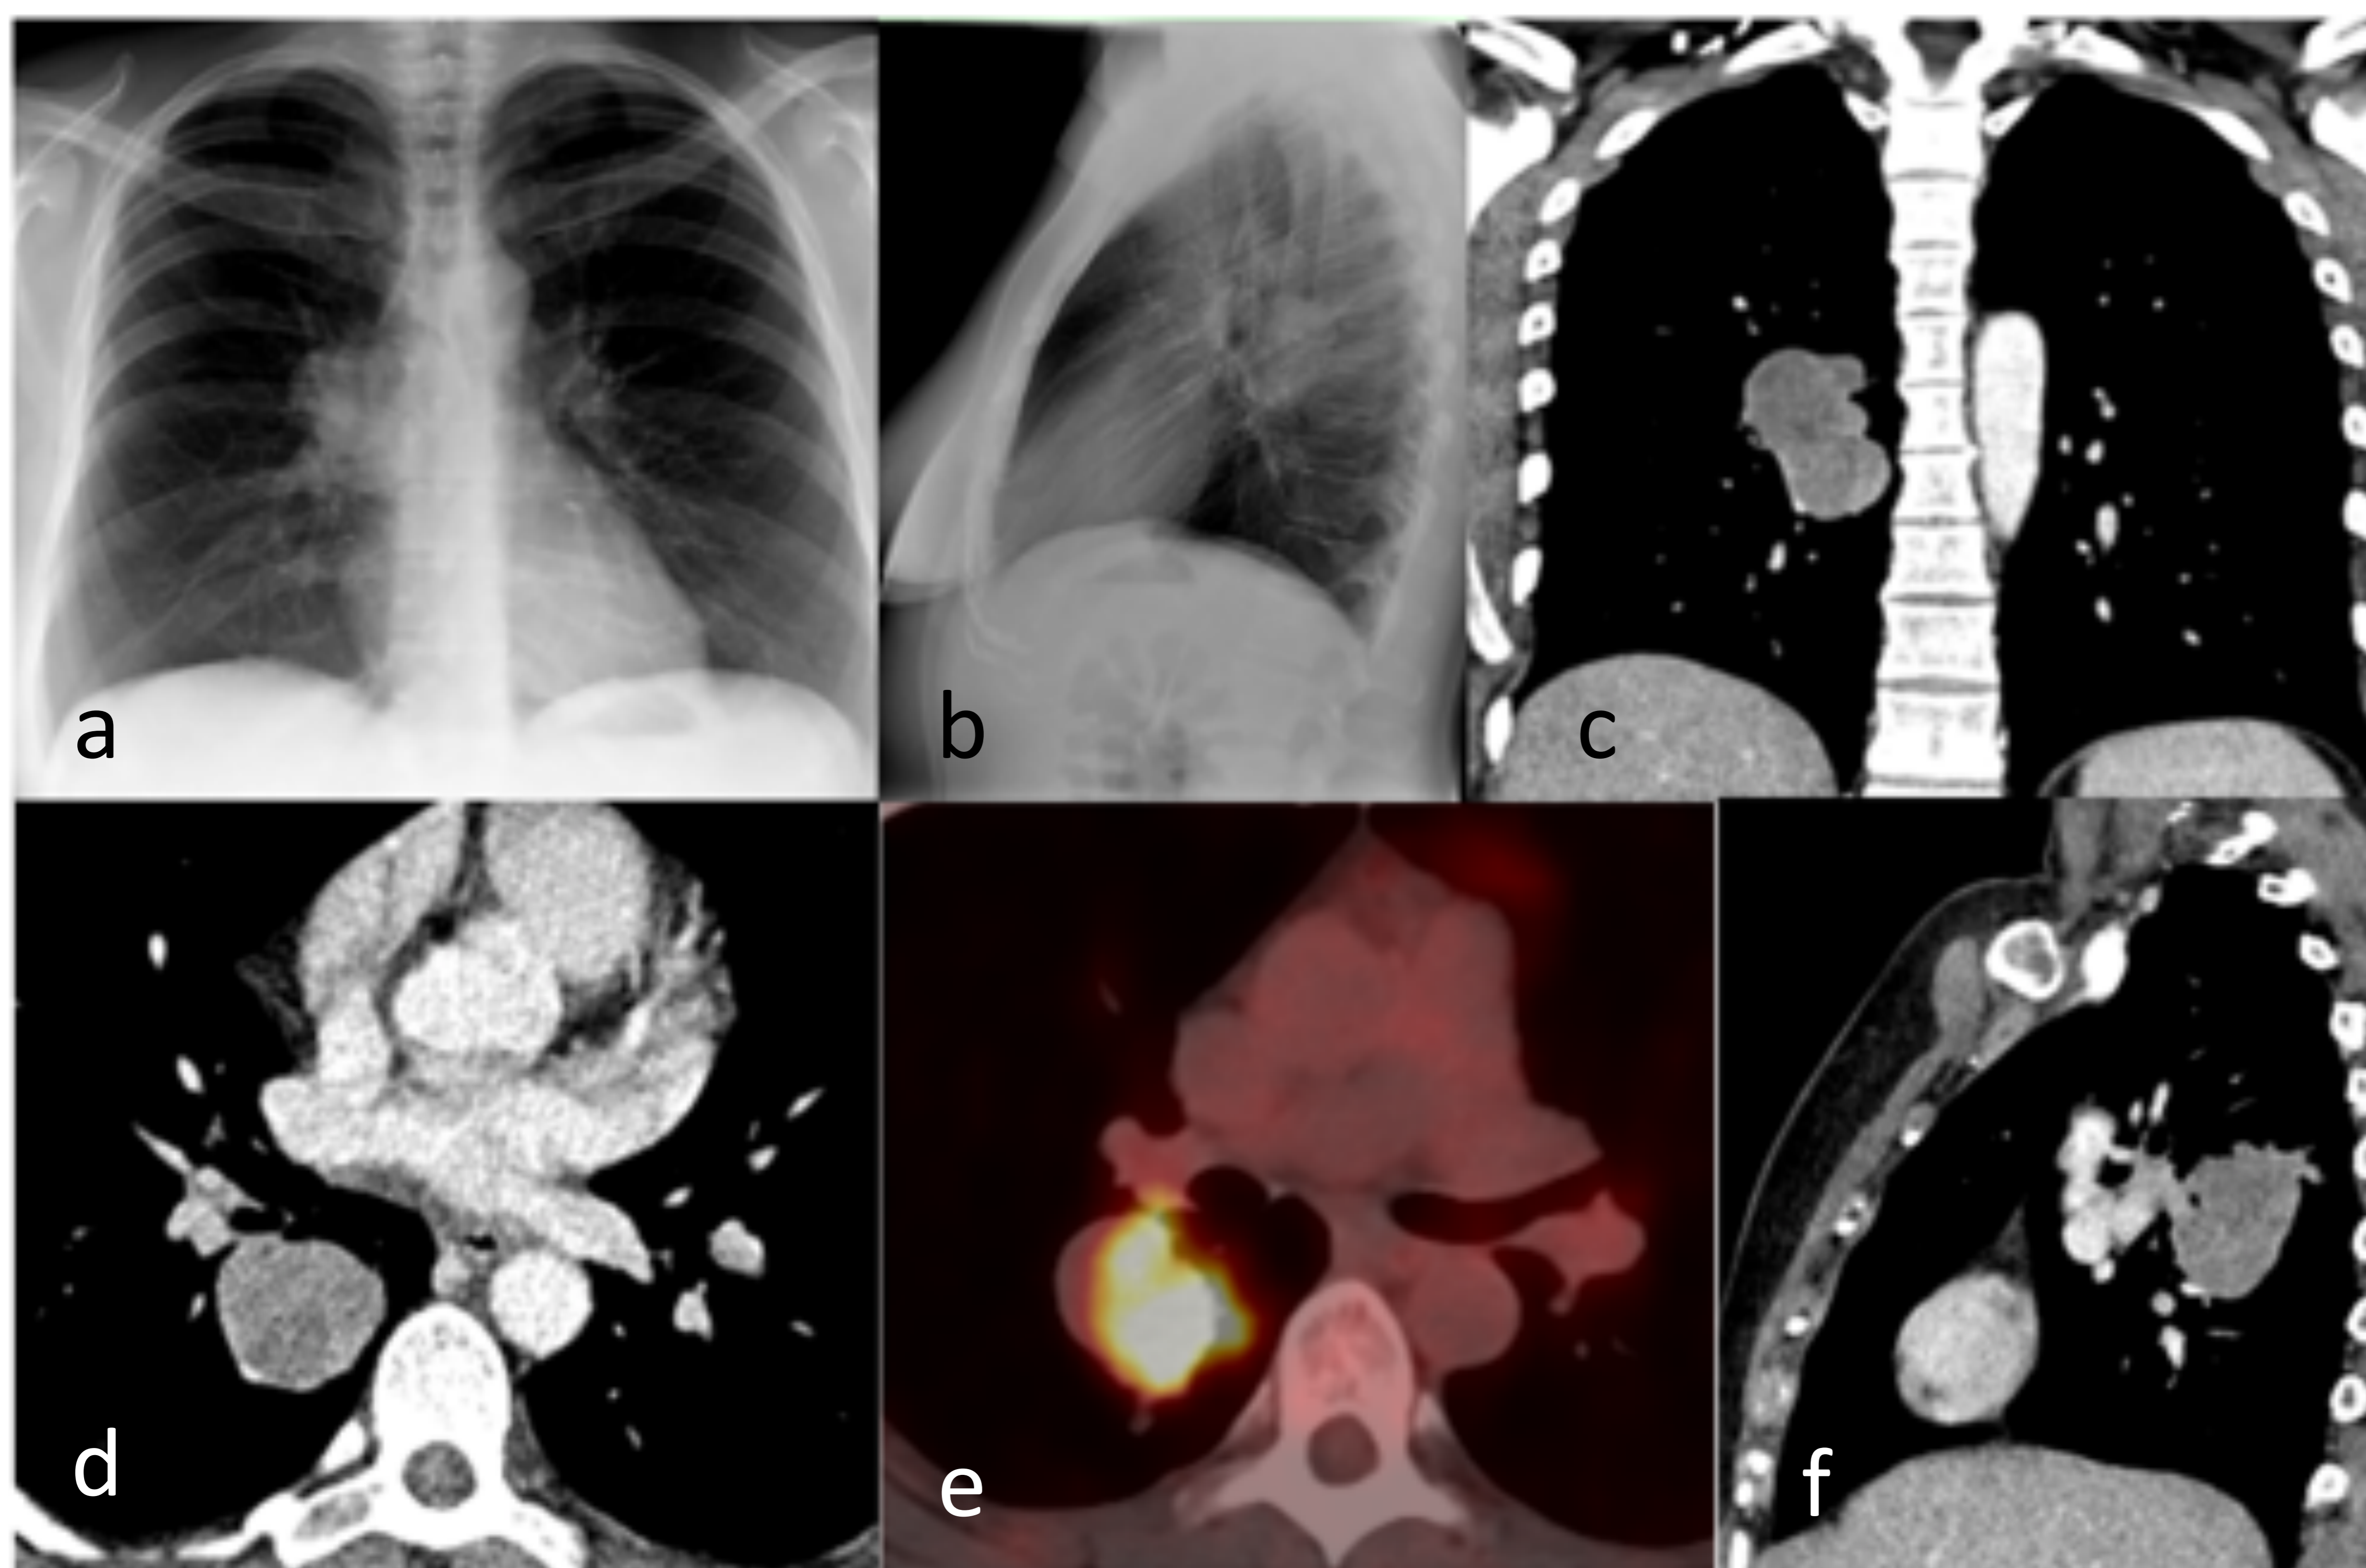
Mujer de 48 años, no fumadora. Radiografía de tórax PA y lateral, TC con ventana de partes blandas, cortes coronal (c), axial (d) y sagital (f) y FDG-PET (e). Masa parahiliar derecha, con densidad de partes blandas, hipermetabolismo en FDG-PET (SUV 8,9). Anatomía patológica: carcinoma adenoide quístico.
